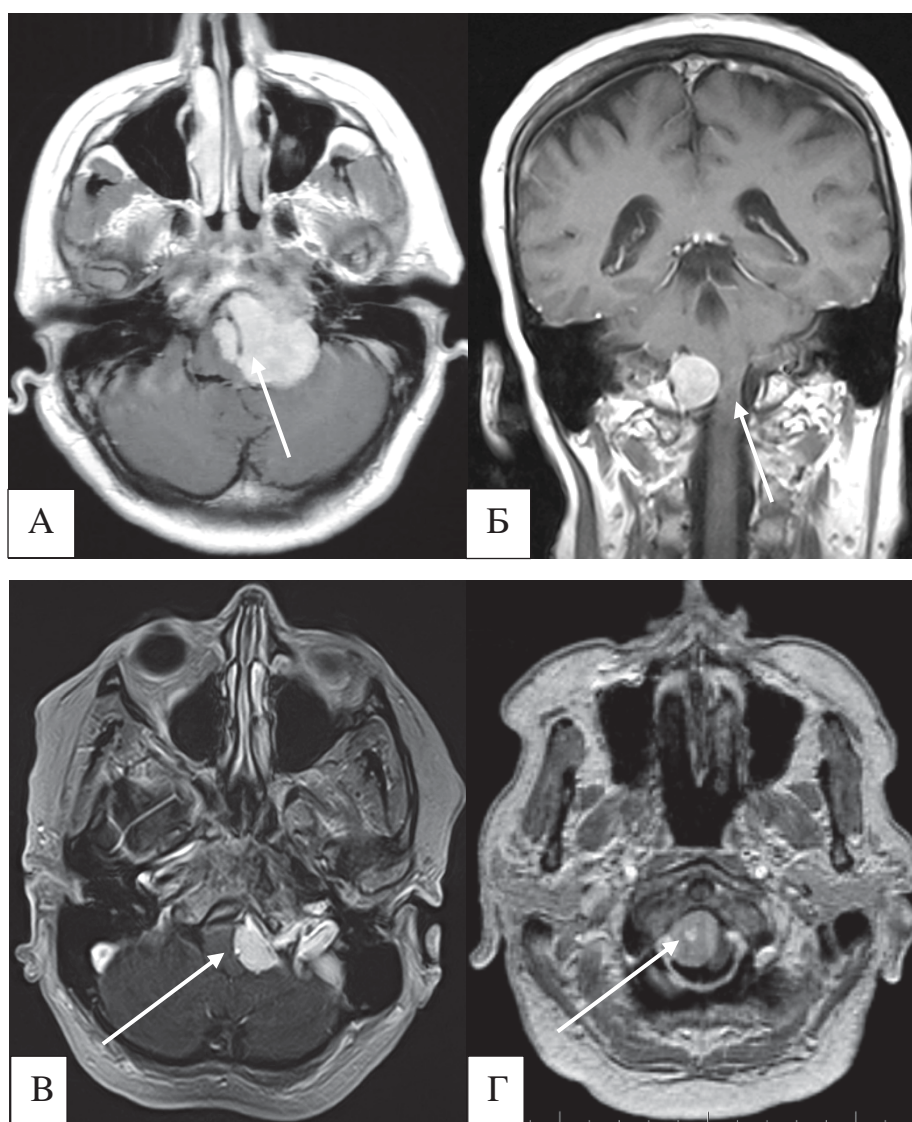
Изучение параметров взаимодействия опухоли с веществом мозга по данным МРТ: А – ПА в строме опухоли; Б – отек ствола головного мозга; В – наличие ликворной щели; Г – петрификат в строме опухоли
